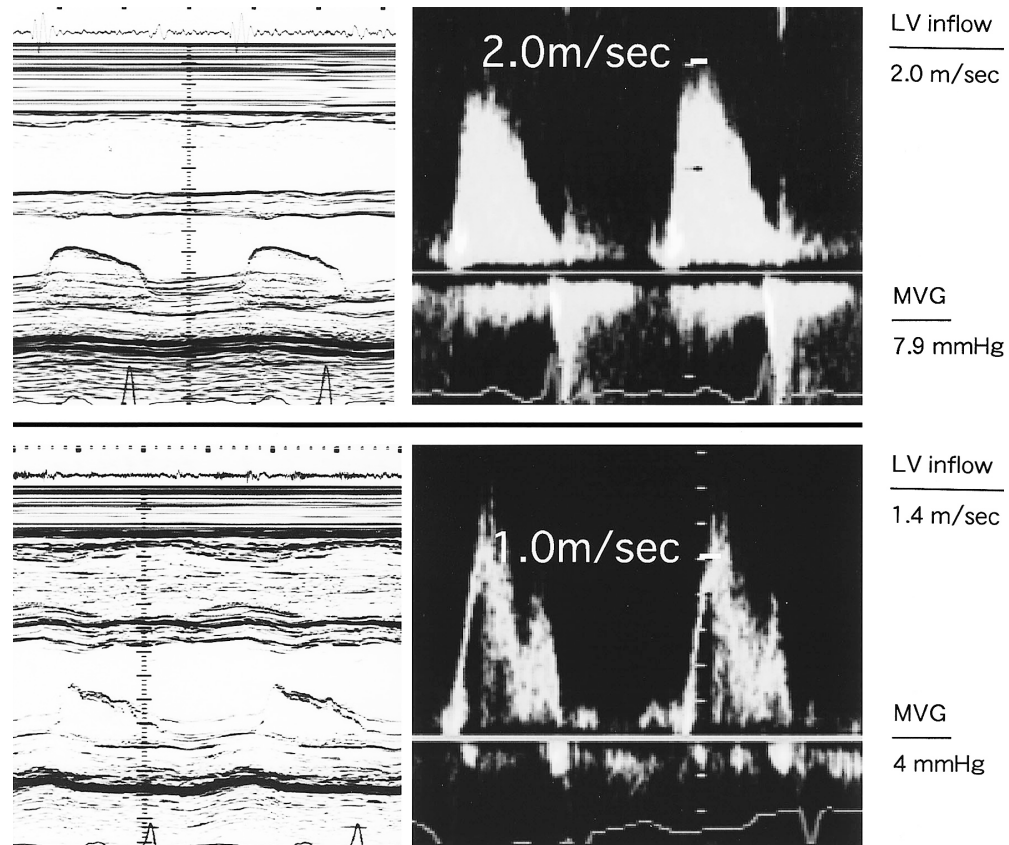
M-mode and Doppler echocardiograms at second admission
